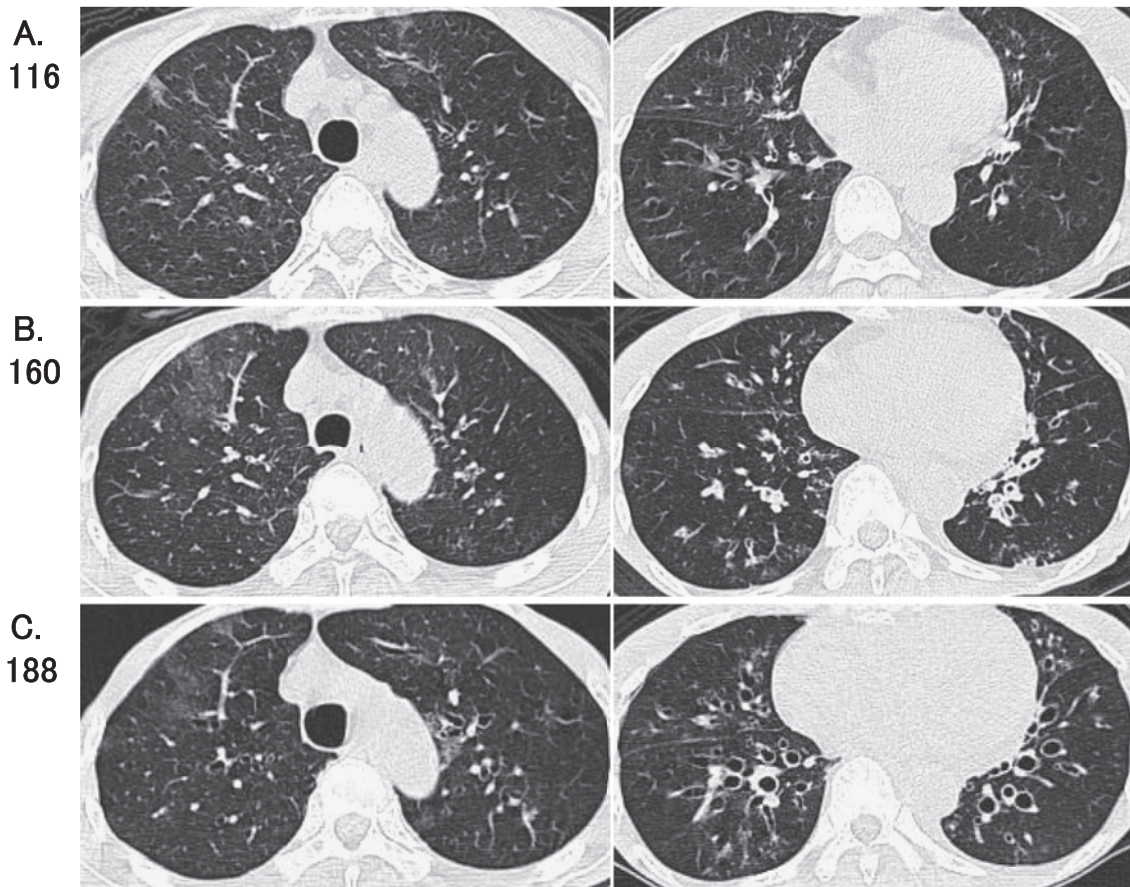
A. HRCT showing hyperinflation. B. Bronchiectasis can be seen in the middle lobe, lingular lobe and lower lobes. C. Advanced bronchiectasis can be seen in all lobes.
